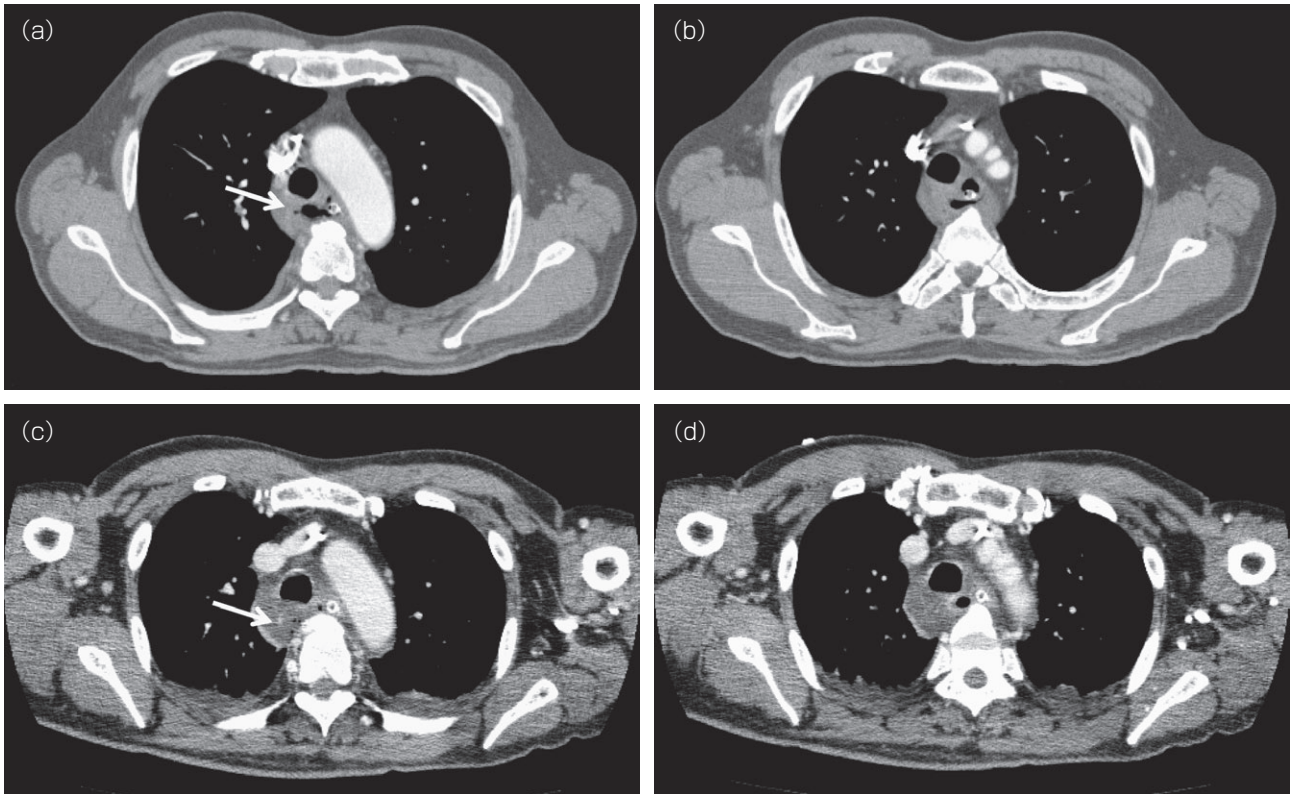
Enhanced chest computed tomography scans show an edematous esophagus and mediastinal air bubbles (a : arrow) on admission (a, b) and on day 3 (c, d)
